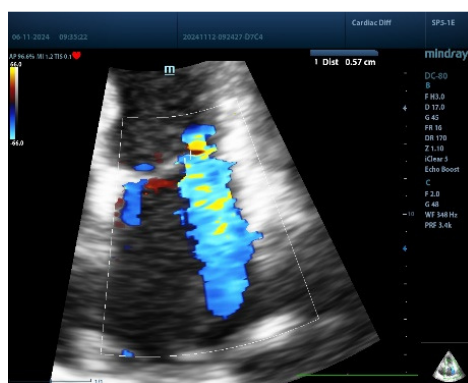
Doppler color cu evidențierea jetului de regurgitare mitrală
